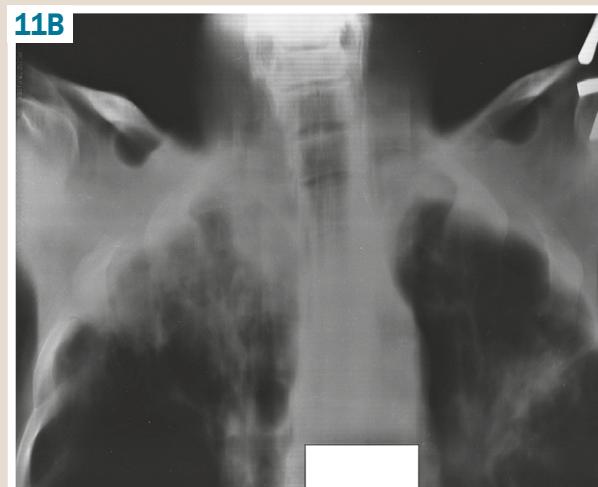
Plain chest X-ray from 10.2020.
